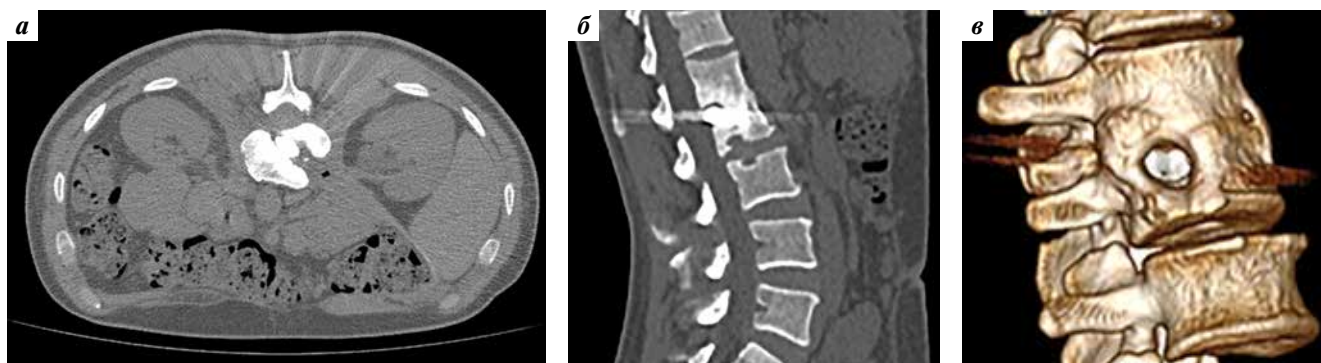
Дооперационные компьютерные томограммы поясничного отдела позвоночника пациента П.: а, б — сагиттальные срезы; в — 3D-реконструкция. Визуализируется сформировавшийся костный блок между телами L_1 и L_2
